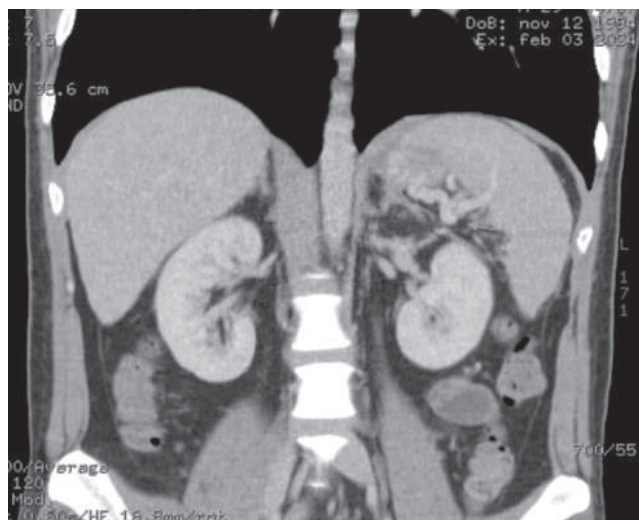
TAC simple y contrastada de abdomen con reconstrucción coronal fase venosa: hepatoesplenomegalia, presencia de trayecto venoso esplénico con colaterales que drenan al fondo gástrico. Vena porta sin defecto de llenado calibre de 12 mm, sólo se observa hasta la confluencia.
